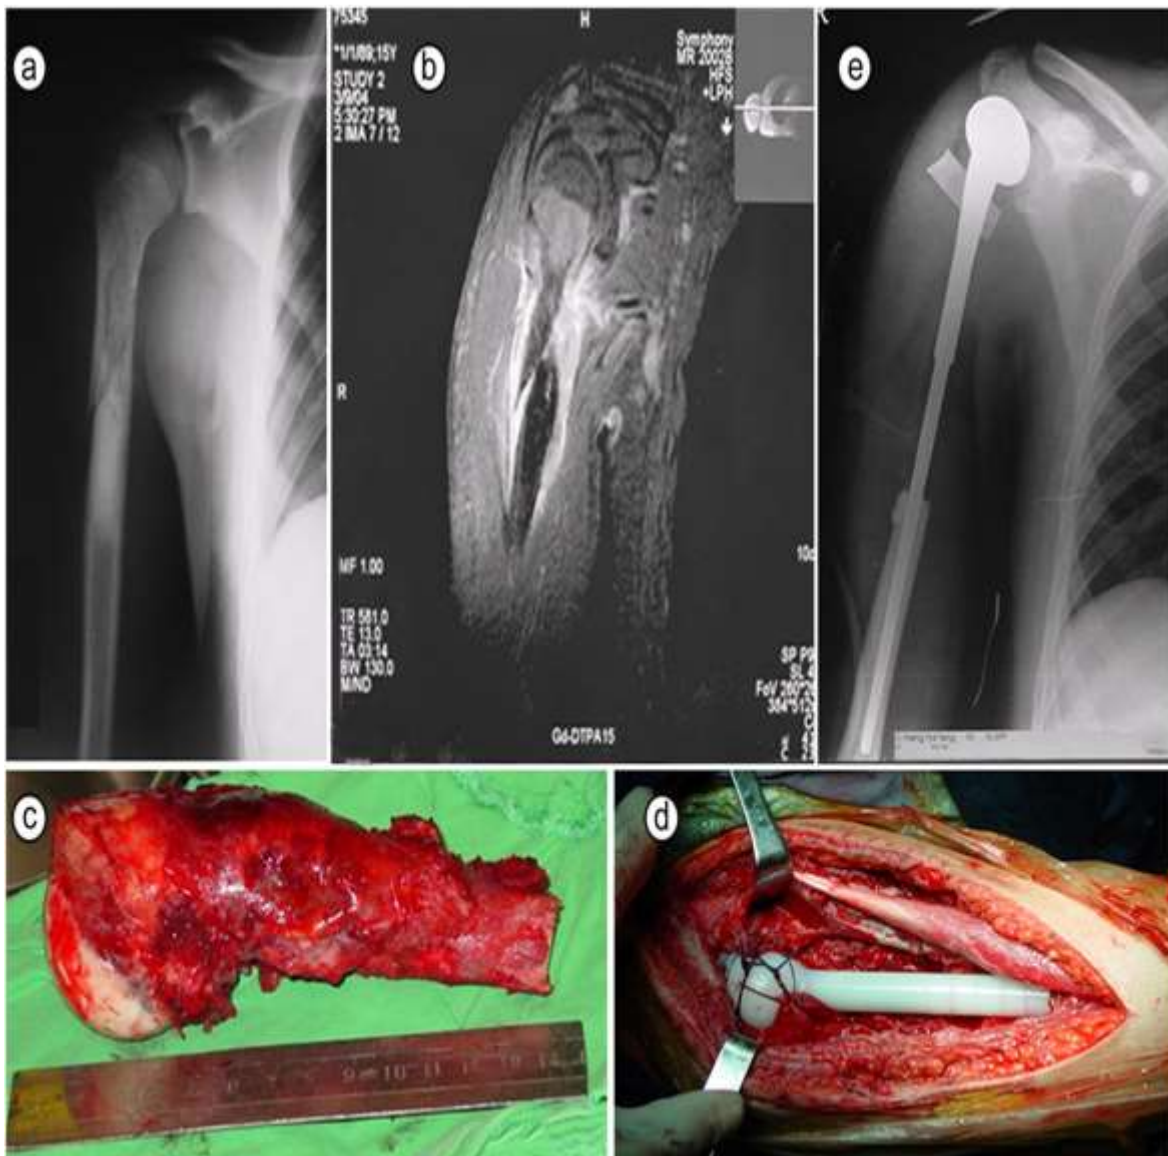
Ostéosarcome localisé compliqué d'une fracture pathologique de l'humérus chez un patient de 18 ans. (A) Radiographie de la position A-P pour le patient lors de sa présentation ; (B) IRM préopératoire indiquant une lésion extra-osseuse et une fracture non déplacée de l'humérus ; (C) La résection a compris l'humérus proximal et le biceps au niveau de l'ostéotomie ; (D) Reconstruction avec prothèse de demi-épaule ; (E) Radiographie postopératoire du bras affecté.
